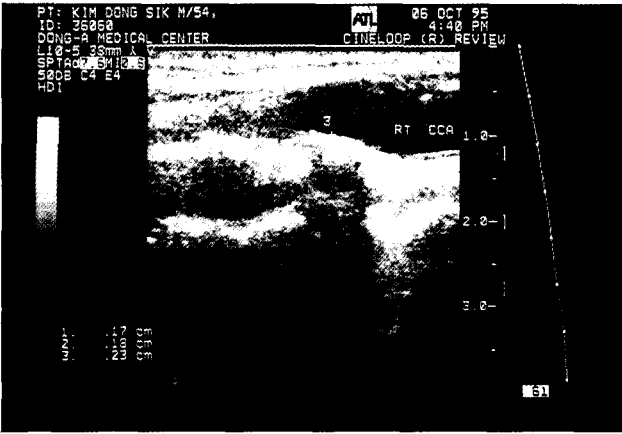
Ultrasonography of both carotid artery preoperatively. A) Rt. carotid artery : total obstruction of internal carotid artery and luminal narrowing in common carotid artery are present. B) Lt. carotid artery : atheromatous plaque is present in the bifurcated area of common carotid artery.
